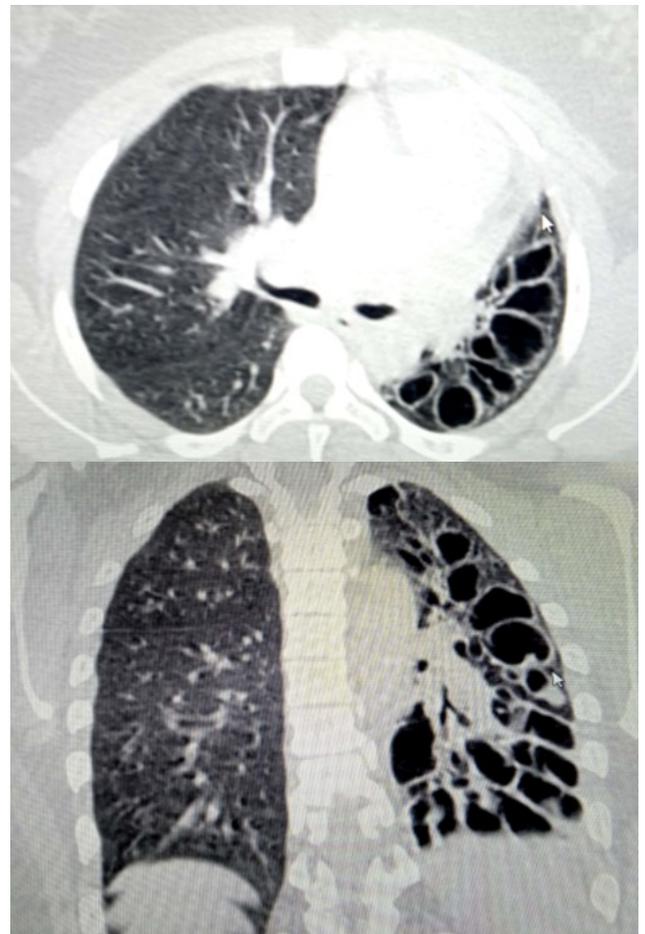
Scanner thoracique - TDM thoracique fenêtre parenchymateuse en coupe axiale coronale et sagittale : présence de multiples lésions kystiques occupant la quasi-totalité du champ pulmonaire gauche.
